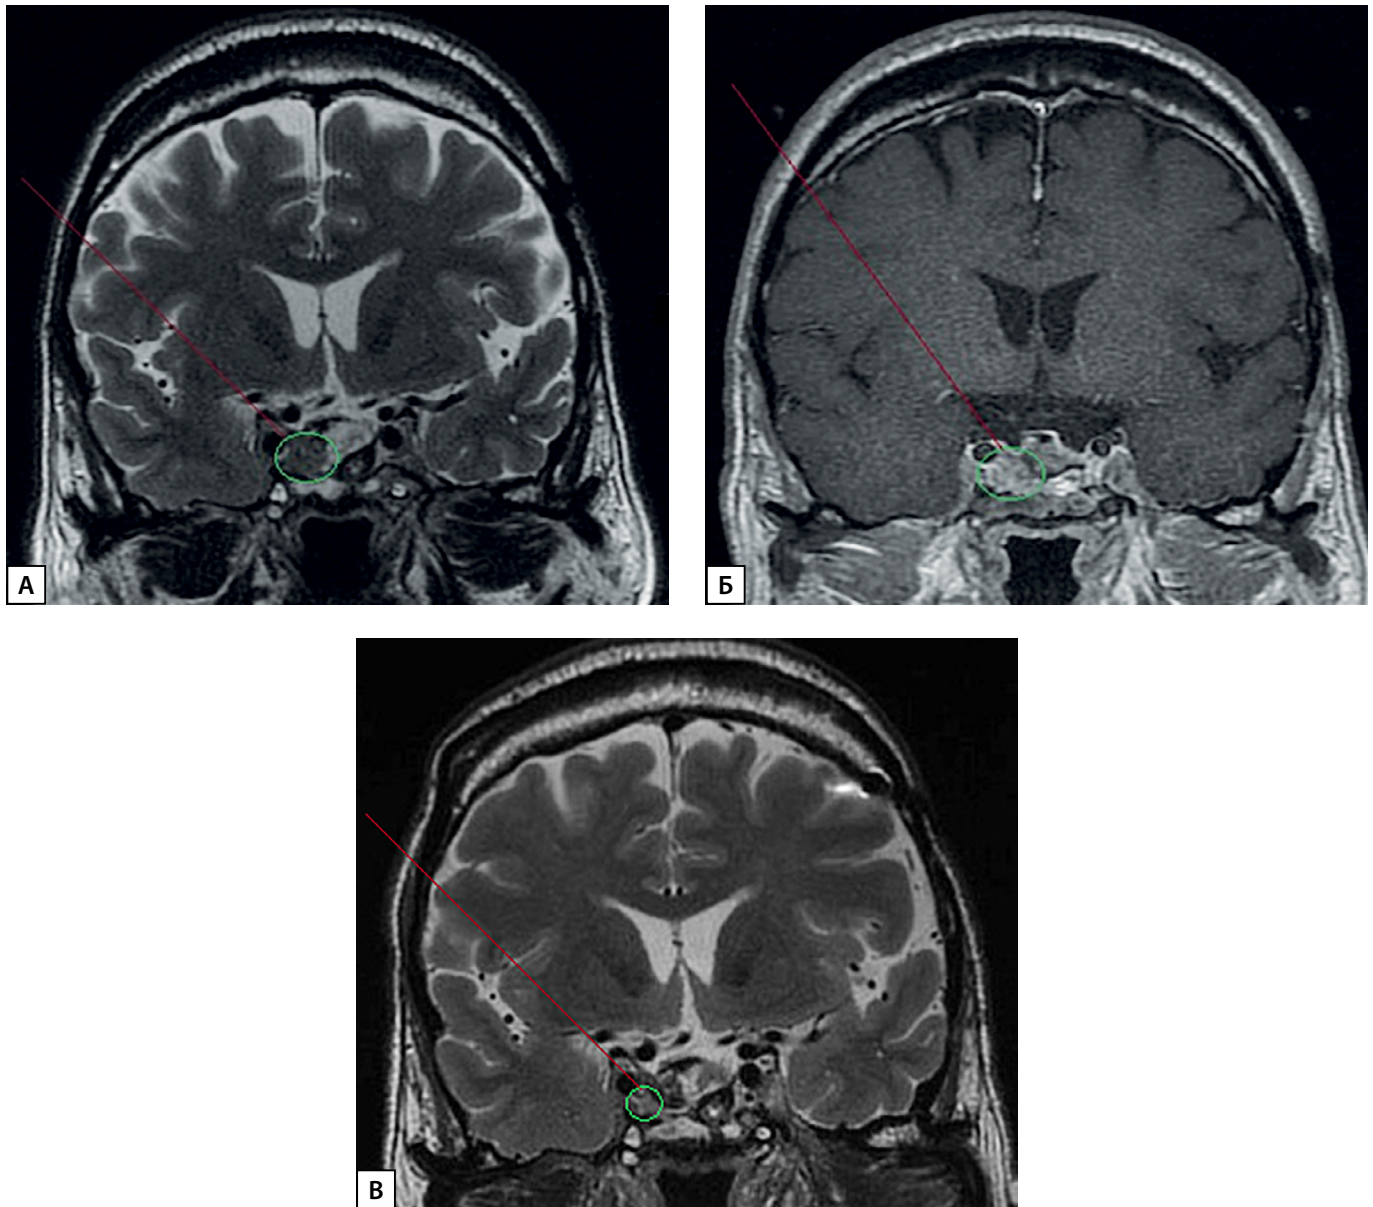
МРТ головного мозга пациента Ч.:
